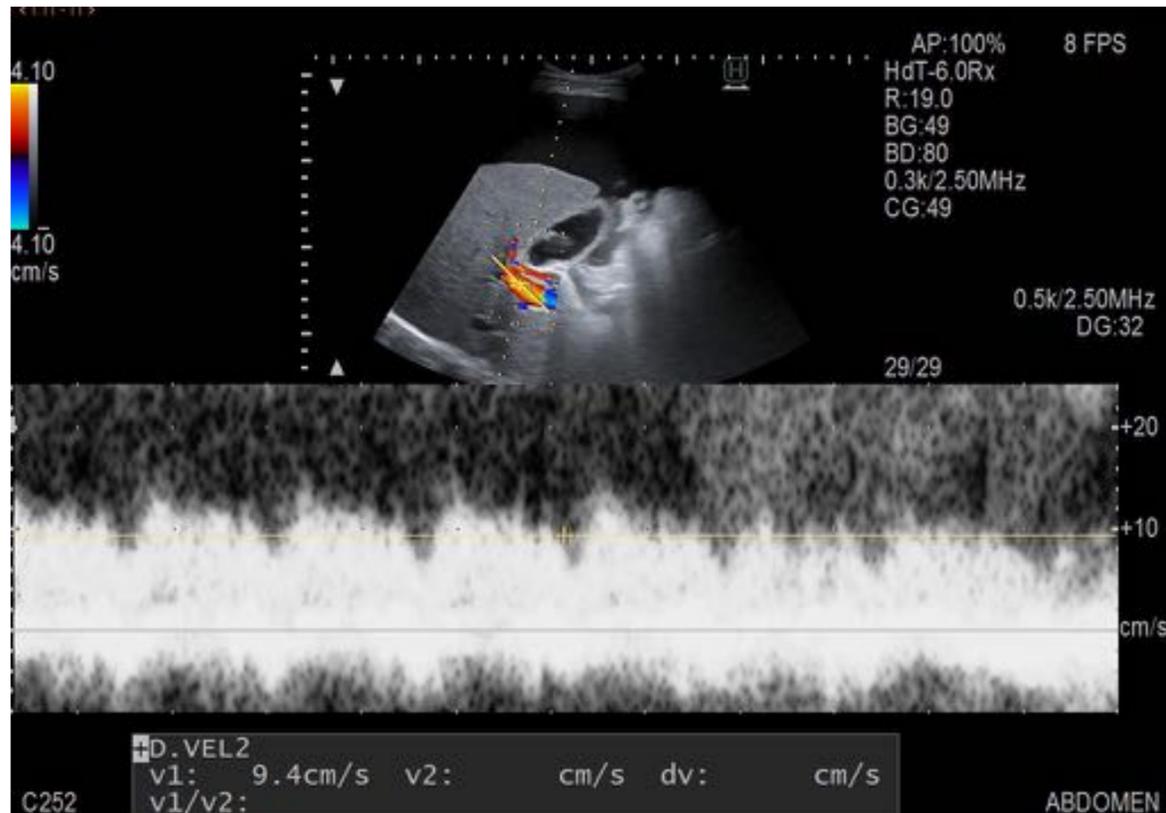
Doppler espectral que muestra una velocidad media portal disminuida, pero manteniendo flujo hepatópeto.
